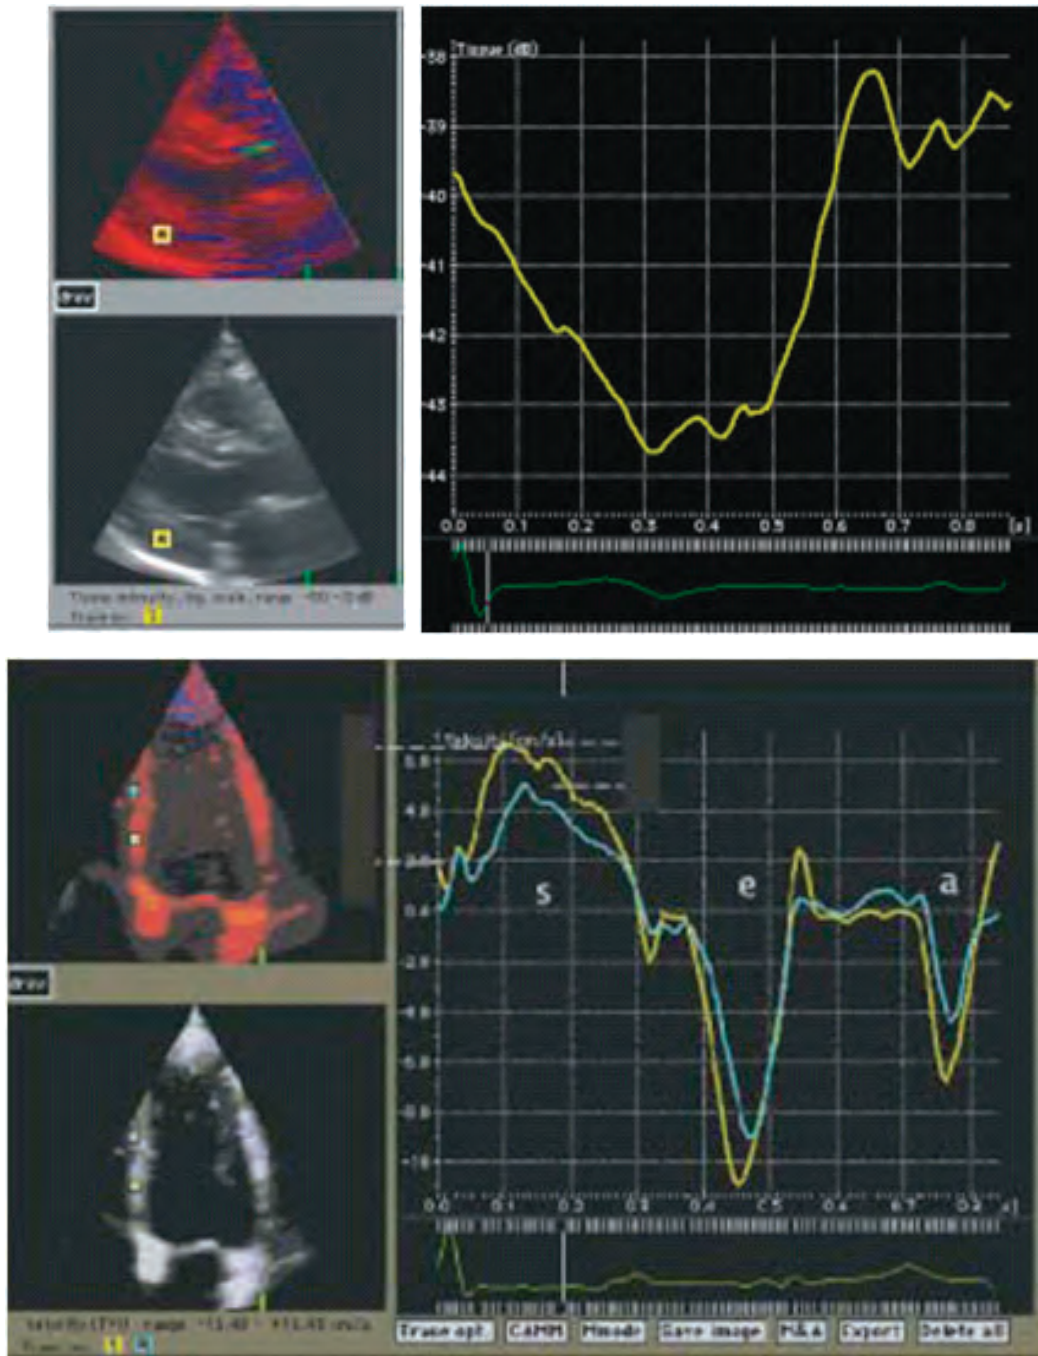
Imágenes de Doppler Tisular en la evaluación de la Función Sistólica y Diastólica en Pacientes Hipertensos.
